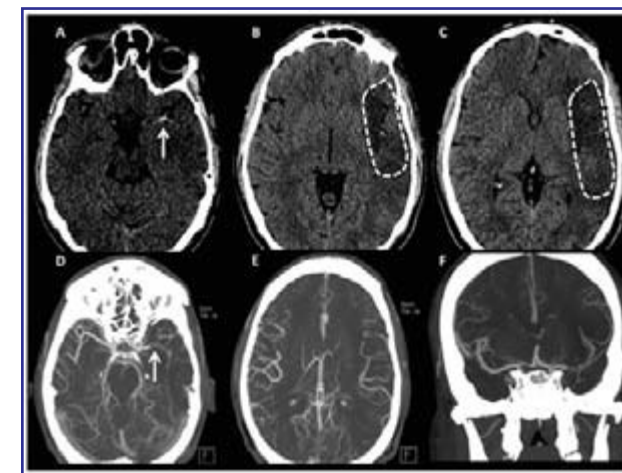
TC s/c y Angio-TC en ACVi hiperagudo. Protocolo de TC s/c (A-C) + angio-TC (D-E) en paciente de 57 años, femenino, con afasia y hemiparesia derecha severa de 3 horas de evolución. En TC s/c se observa el signo de la cerebral media hiperdensa (→) y distalmente un área hipodensa en parte del territorio superficial de la cerebral media del lado izquierdo (área punteada). En angio-TC se observa la oclusión proximal (→) de la cerebral media y en este caso la presencia de importantes ramos colaterales distales a la oclusión, elemento de gran importancia para el tratamiento y el pronóstico funcional del paciente.
